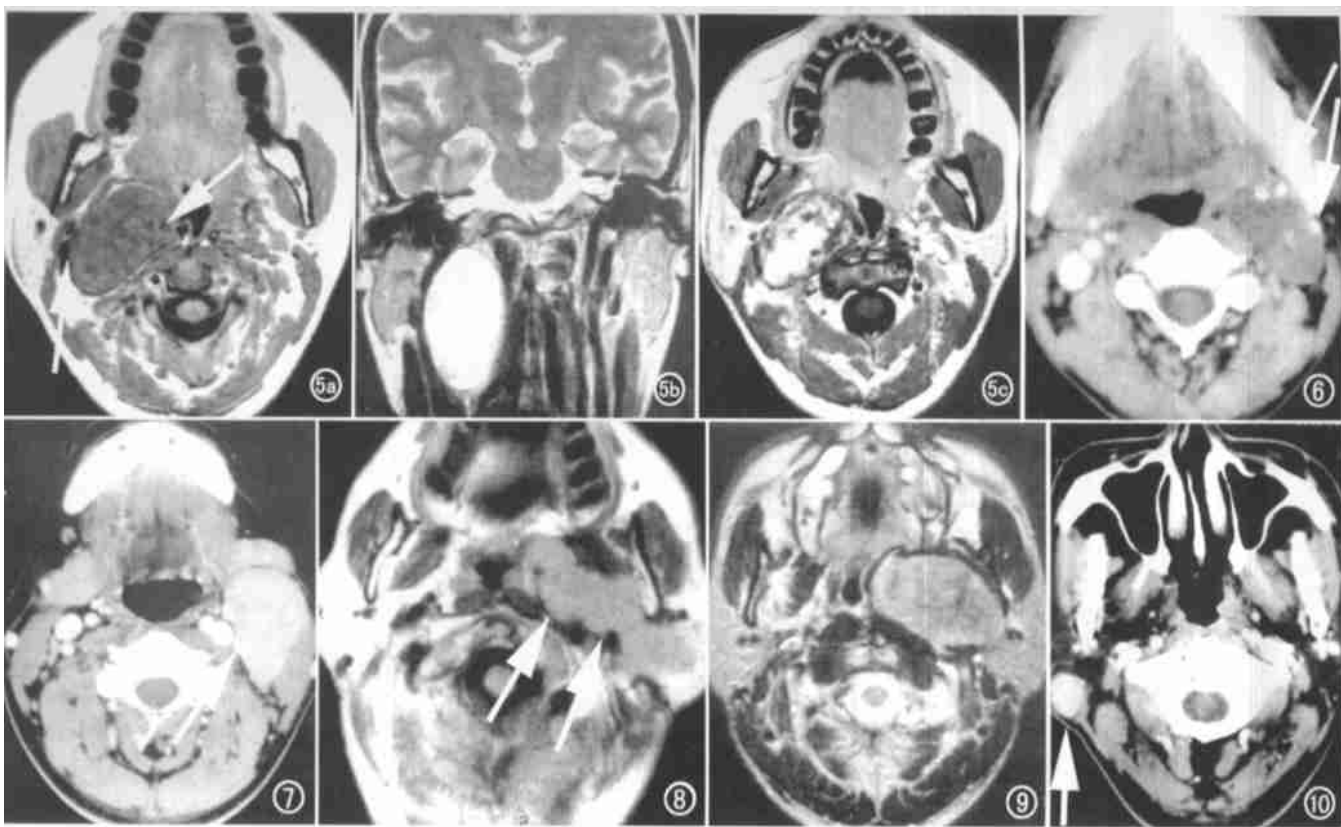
迷走神经鞘瘤。a) T_1W 右侧颈动脉间隙见边缘光滑的等信号肿瘤,颈内动脉和颈内静脉分别移位于肿瘤的内、外侧(箭); b) 冠状位 T_2W 肿瘤呈高信号,长轴与颈部一致; c) 增强后 T_1W 肿瘤明显强化。图6 颈交感神经鞘瘤。CT 增强扫描见肿瘤向外推移颈内、外动脉和颈内静脉,受压的大血管均移位于肿瘤的前、外侧(箭)。图7 鼻咽癌颈淋巴结转移。CT 增强扫描见颈内动、静脉位于肿瘤内侧(箭)。图8 腮腺深叶腺样囊腺癌。 T_1W 见肿瘤经下颌茎突管向咽旁生长,呈哑铃状(箭)。
